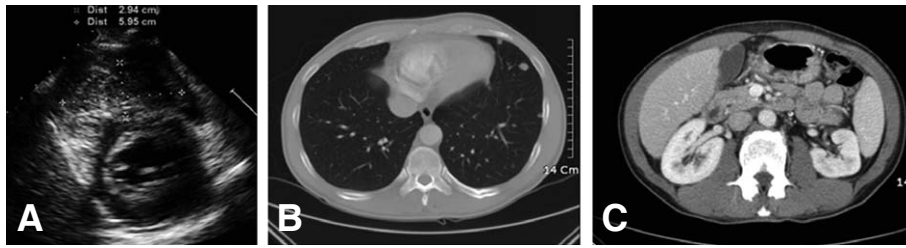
(A) Echocardiogram suggest metastatic cancer in right ventricle. (B) Chest CT shows multiple hematogenous lung metastases and intracardiac mass in right ventricle. (C) Abdominal CT shows enlarged lymph nodes in the lesser omentum and aortocaval space.
